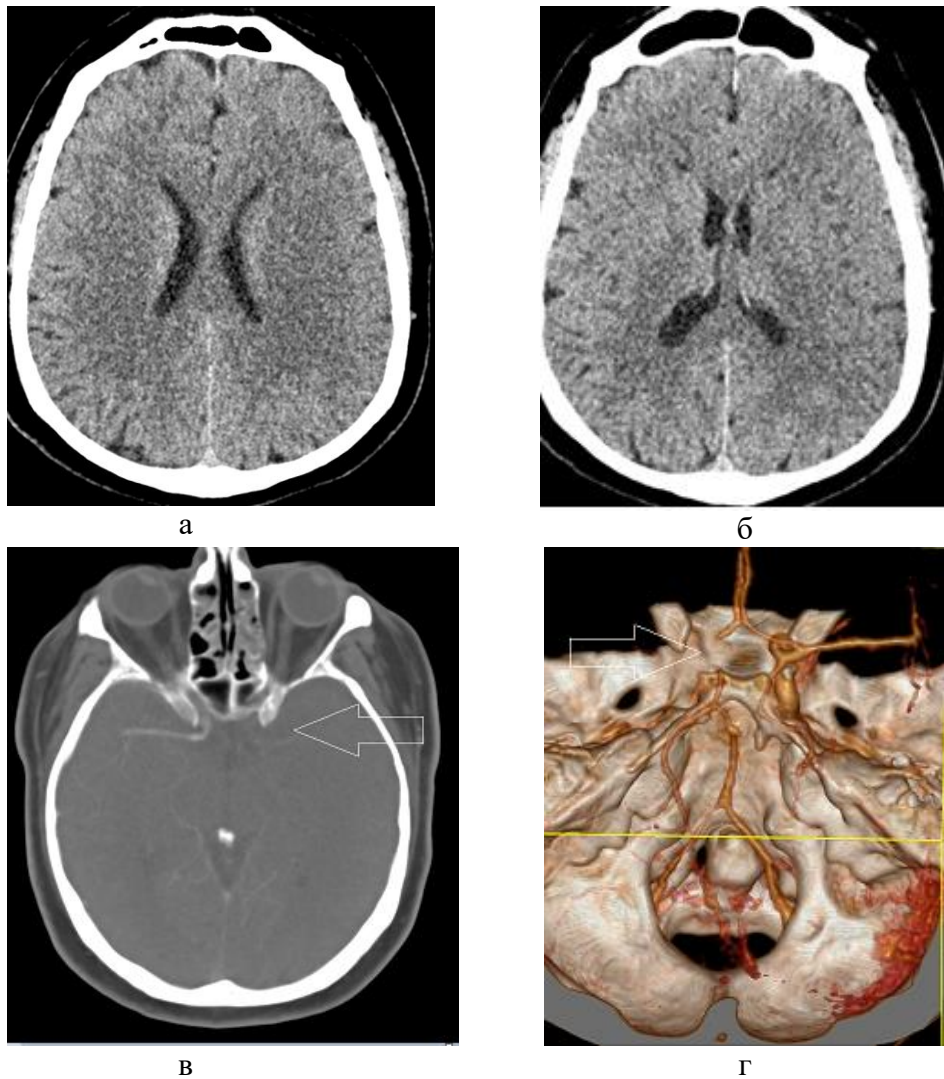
Больной З., 67 лет. (И/б 15853/2018). На серии компьютерных томограмм в аксиальной (а) плоскости достоверных данных за ОНМК не получены, при проведении КТ ангиографии на MIP (б), «сырых данных» (в), 3D реконструкции (г) визуализируется отсутствие контрастирования в бассейне левой средней мозговой артерии (стрелки)
